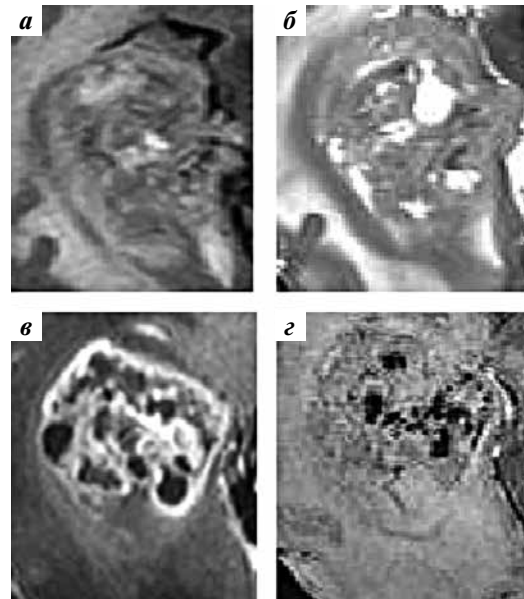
Магнитно-резонансная томография головного мозга. Глиобластома. Режимы: а — T2 FLAIR; б — T2; в — T1 с внутривенным контрастированием; г — SWI. Интенсивное неоднородное накопление контрастного вещества. Множественные сливающиеся гипоинтенсивные включения — микрокровоизлияния и новообразованные сосуды в матриксе опухоли (ITSS3)
